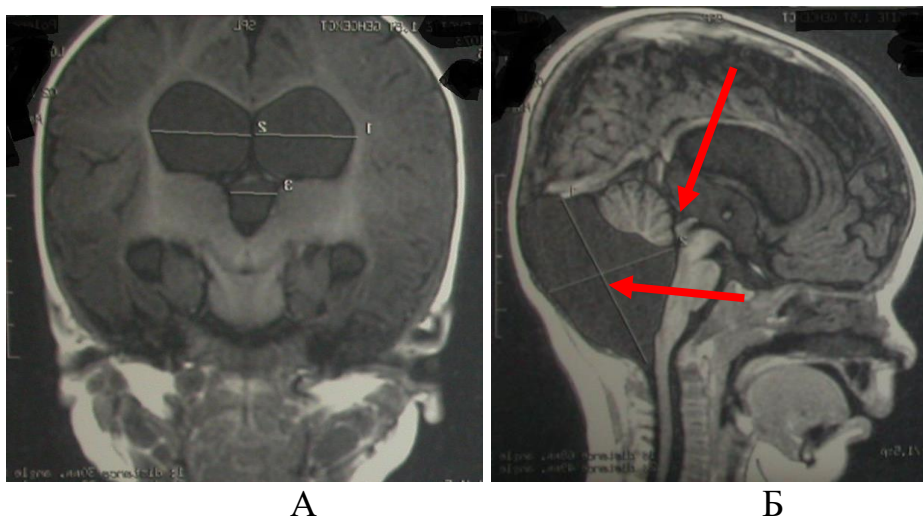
Дооперационное МРТ головного мозга в коронарной (А) и сагиттальной (Б) проекциях. Заключение: киста ЗЧЯ и деформация водопровода мозга (указаны стрелками)
